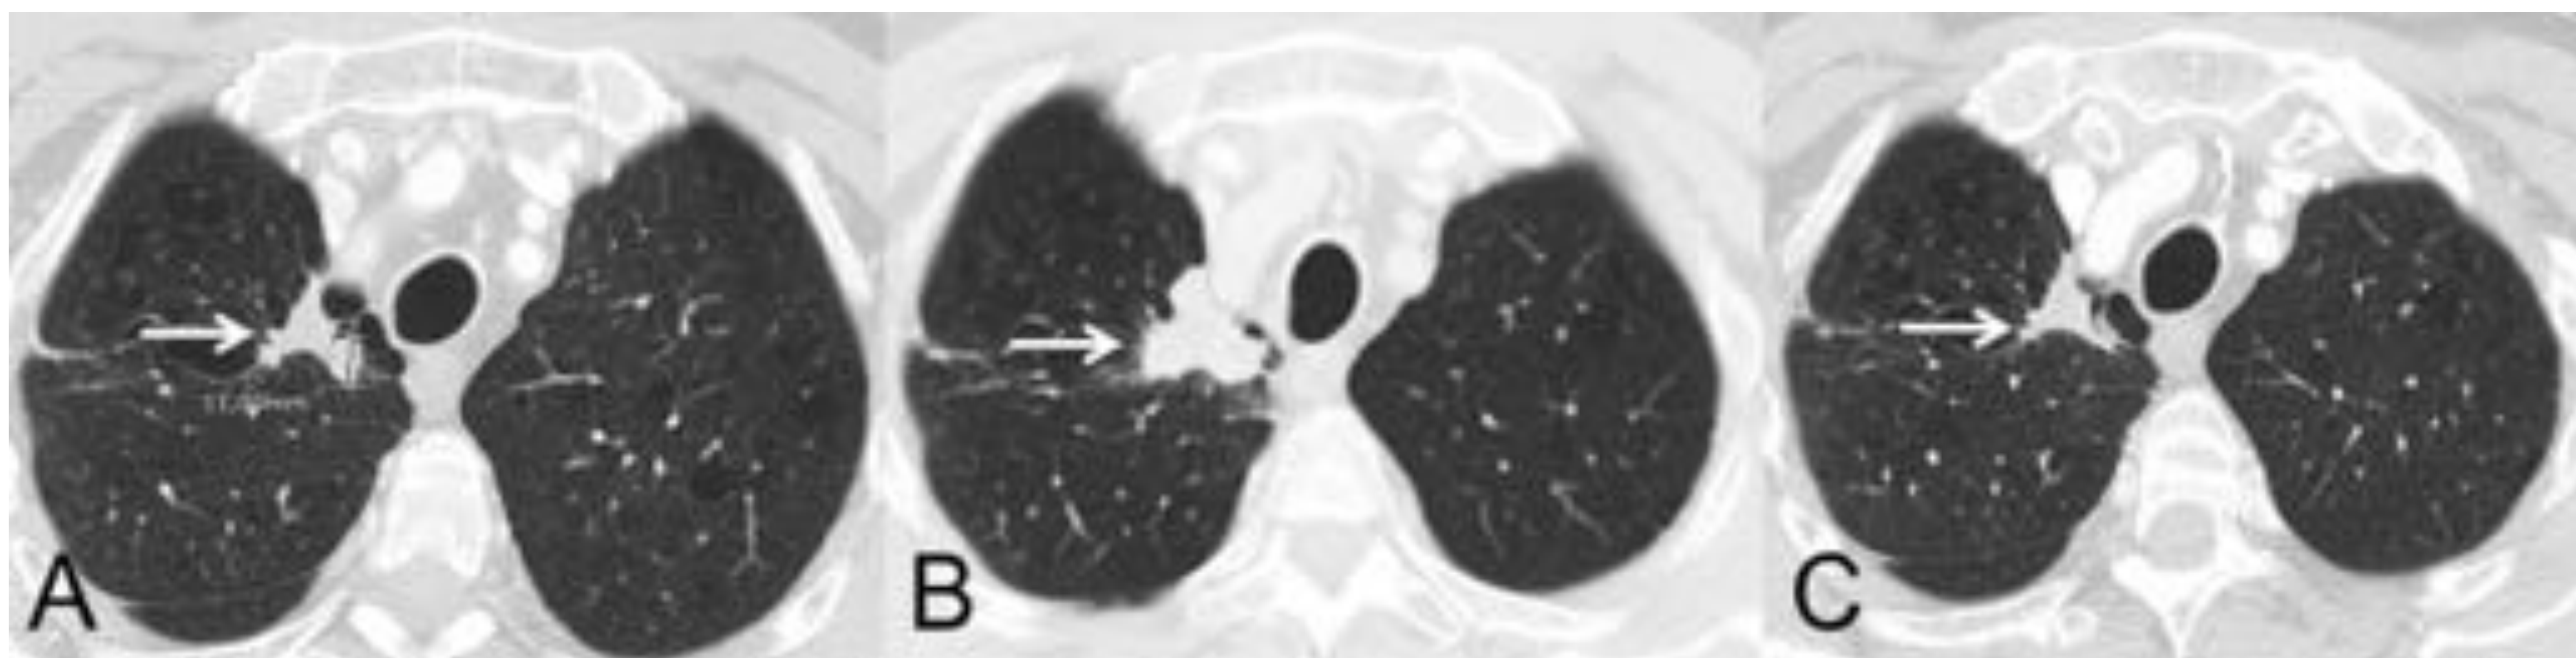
Ejemplo de pseudoprogresión: Paciente de 59 años con CP en progresión que inicia tratamiento de segunda línea con IT (nivolumab). (A) Imagen axial basal (pre-IT) de TC de tórax en la que se identifica una lesión tumoral primaria en vértice pulmonar derecho (flecha). (B) Imagen axial de TC de tórax a las 8 semanas del inicio de tratamiento con IT en la que se aprecia una progresión radiológica de la lesión tumoral pulmonar (flecha); esta aparente progresión tumoral no se acompaña de empeoramiento clínico, por lo que se decide continuar con el tratamiento. (C) Imagen axial de TC de tórax obtenida 6 semanas después en la que se demuestra una reducción significativa del tamaño de la lesión (flecha), confirmándose una pseudoprogresión. Según criterios convencionales de respuesta (RECIST), el tratamiento se habría interrumpido en cuanto se demuestra progresión radiológica
